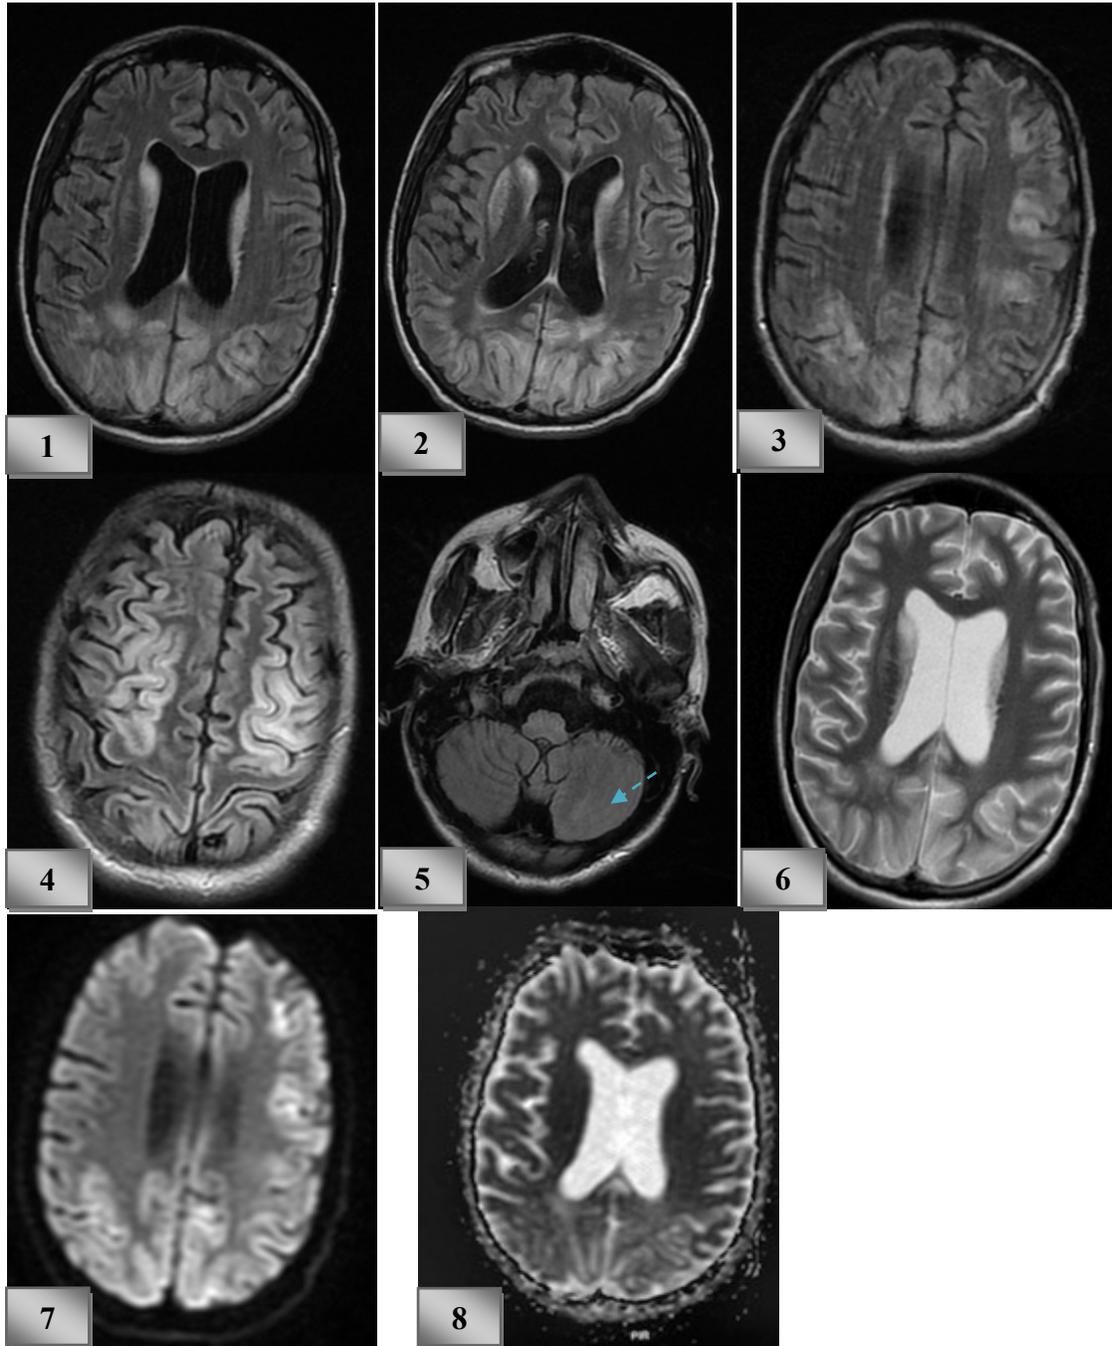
Anomalies de signal : de la substance blanche sous corticale occipitale bilatérale (1,2), corticales fronto-pariéto-occipitales bilatérales et symétriques (1,2,3,4) et cérébelleuses (5), en hypersignal T2 (6), FLAIR (1,2,3,4,5) et diffusion (7), sans restriction de l'ADC (8).
